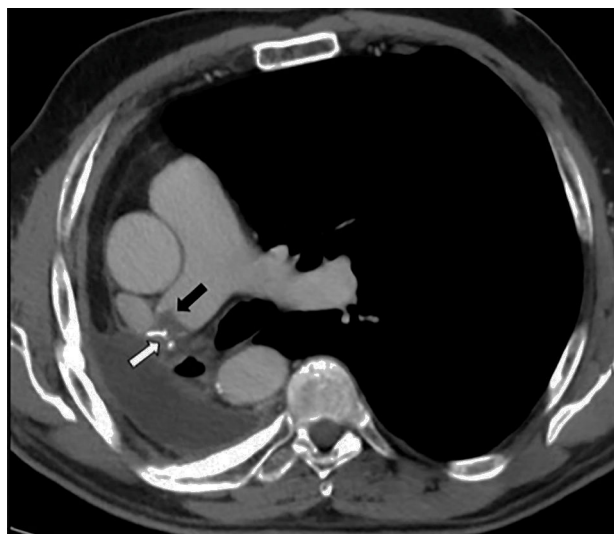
Corte axial de tomografía computarizada multidetector tras contraste intravenoso en fase arterial, en paciente con antecedente de neumonectomía derecha. Se observa defecto de repleción compatible con trombosis del muñón arterial (flecha negra) y también se aprecian las suturas asociadas a la misma (flecha blanca).
